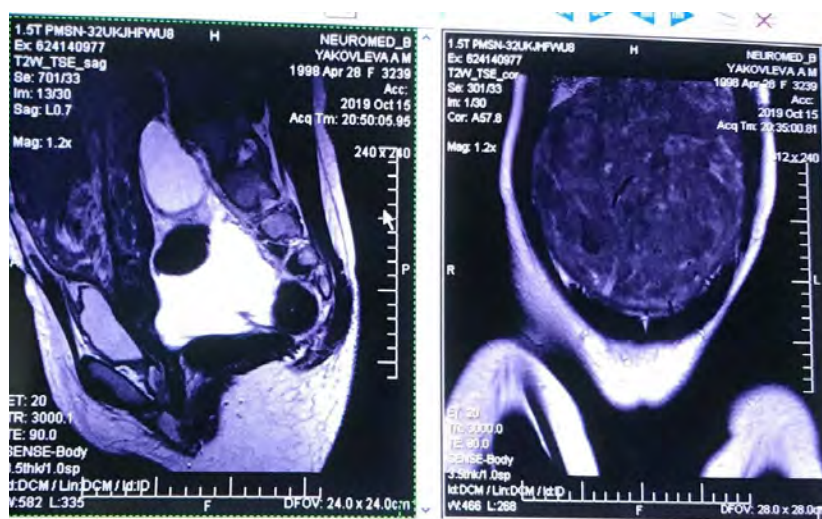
МРТ. Міома матки (після оментоутеропластики) перед виконанням емболізації маткових артерій.
